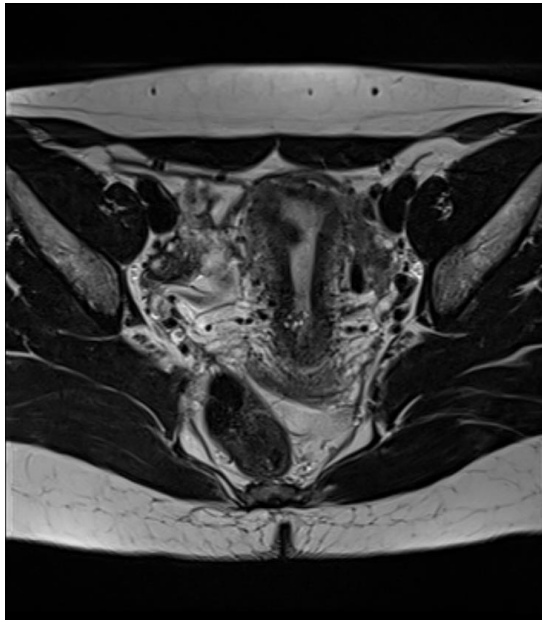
Магнітно-резонансна томографія. Субмукозний лейоматозний вузол. Пацієнтка З., історія хвороби № 526
